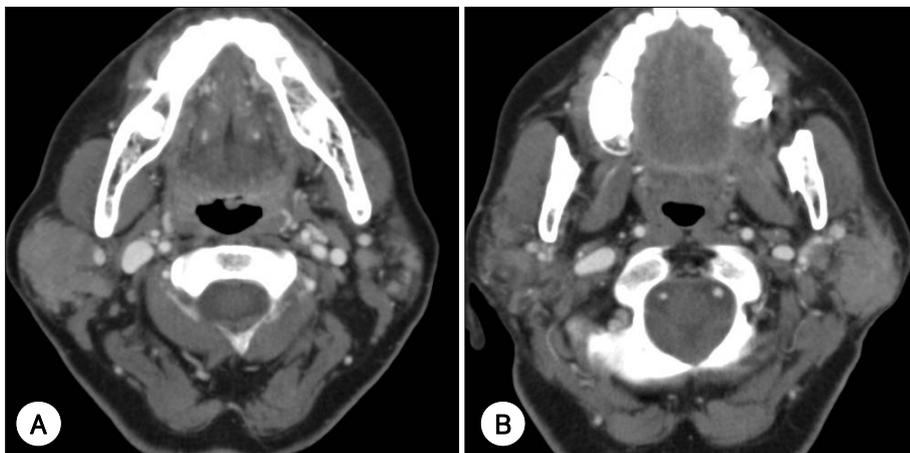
Preoperative axial neck CT with contrast shows 4×4 cm sized ill defined homogeneous low density mass in the right parotid gland (A) and 3×3 cm sized in the left parotid gland (B).
